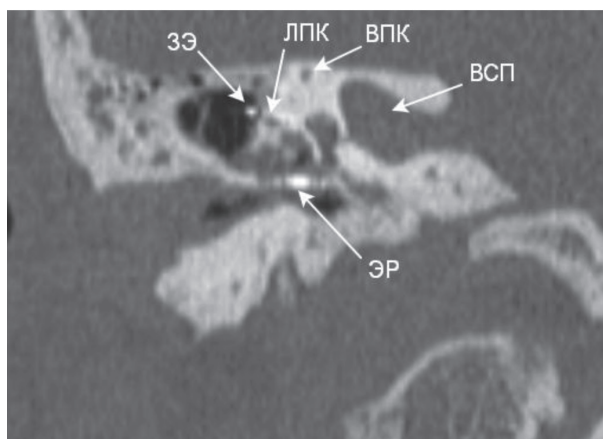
КТ височной кости, кософронтальная проекция
